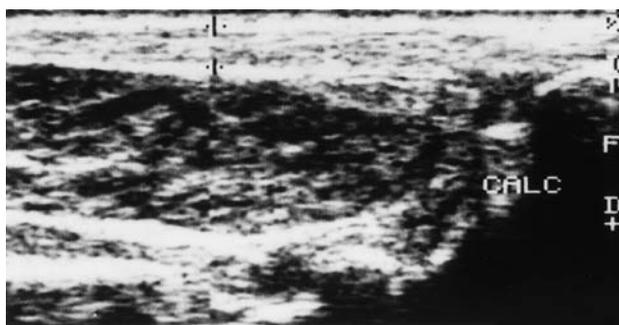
Ecografía de un paciente portador de un músculo sóleo accesorio en la que se puede apreciar la existencia de un vientre muscular ocupando el espacio preaquileo (el tendón de Aquiles está delimitado por las 2 +; calc: calcáneo).
